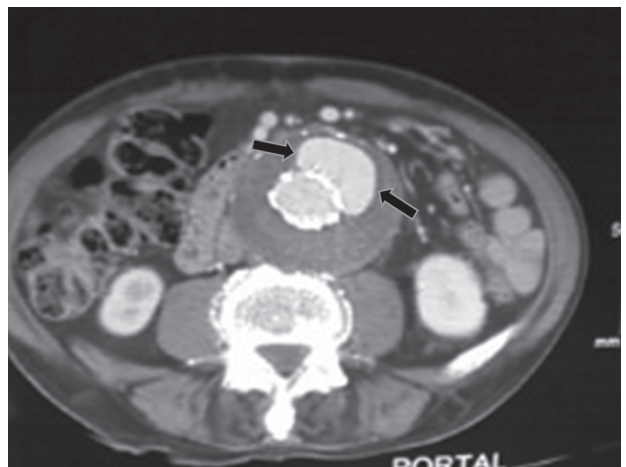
TAC en fase portal. Entre las flechas se observa una imagen radiodensa correspondiente a la hemorragia en el interior del aneurisma.
